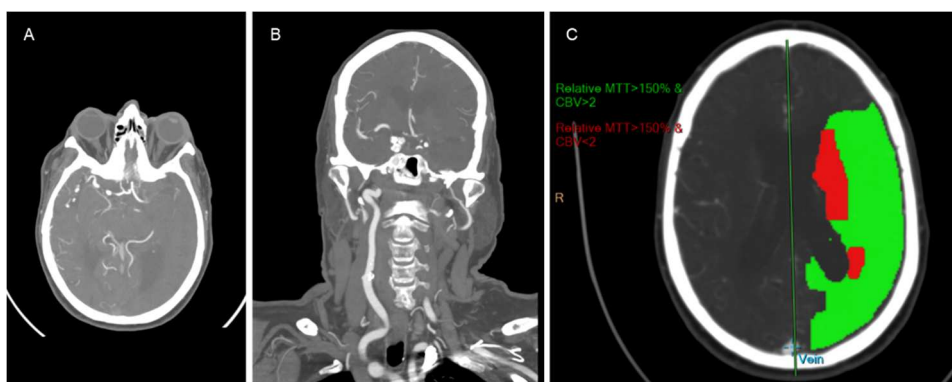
A. Angio-TC com oclusão do topo da ACI e ACM esquerdas. B. Angio-TC com oclusão da ACI esquerda. C. TC-CE com área de penumbra.
